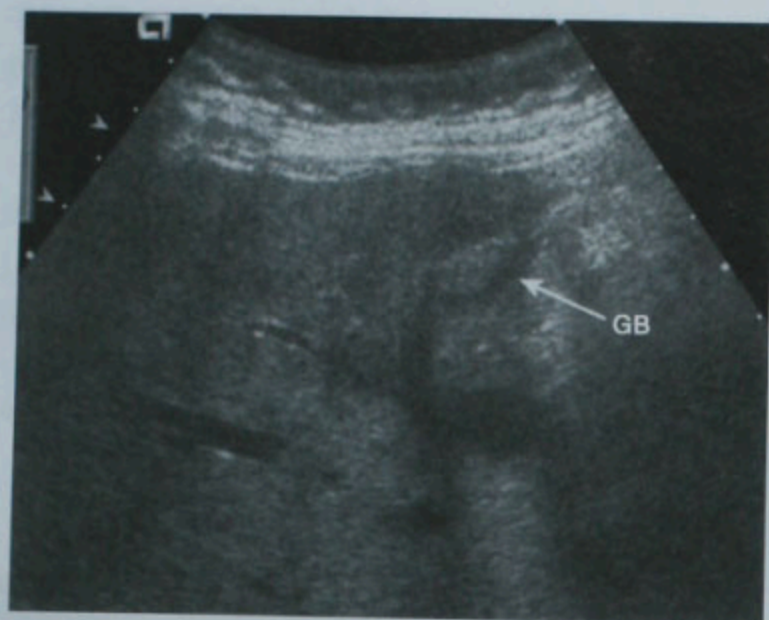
晚期胆囊癌的超声声像图表现。虽然可以明确胆囊(GB)区域,但是因为侵犯肝脏,胆囊边界显示不清
